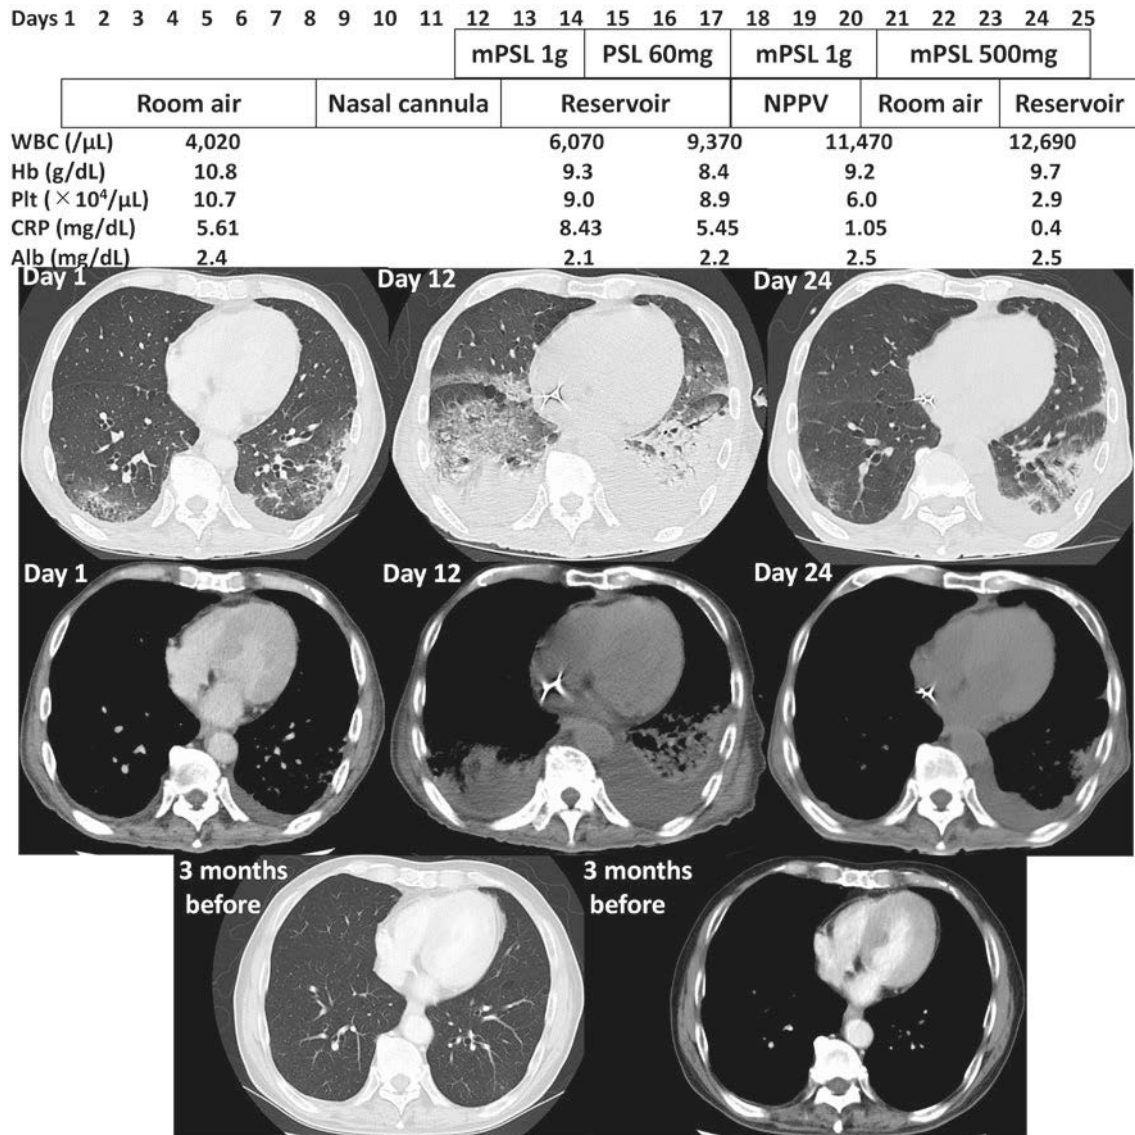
Clinical course of the patient from admission to death. The chart delineates steroid dosage, inhaled oxygen levels, blood count, C-reactive protein, serum albumin, and chest CT images throughout the course of treatment and three months before admission. The CT scan taken 3 months before admission did not reveal any interstitial shadows. On day 1, the CT scan did not show any centrilobular nodules or granular shadows with a random pattern suggestive of miliary lesions. On day 12, the CT scan revealed infiltrative shadows in both lower lobes of the lungs and an increase in pleural effusion. On day 24, the CT scan indicated a reduction in infiltrative shadows in both lower lobes of the lungs and no signs of bronchial dilation.
